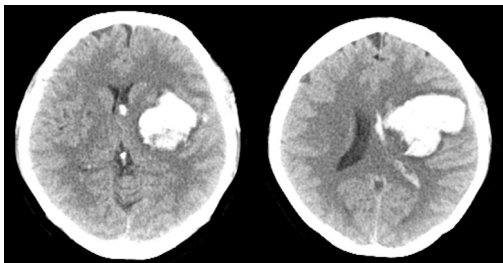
Brain CT (2017.09.23).
